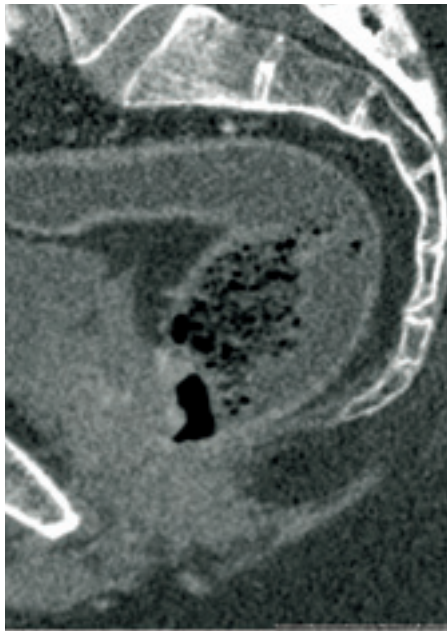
Multidetektor-CT av rectumcancer. Rekonstruksjon perpendikulært på tumors lengdeakse. (Piler: tumor, P: prostata, VS: vesicula seminalis)
